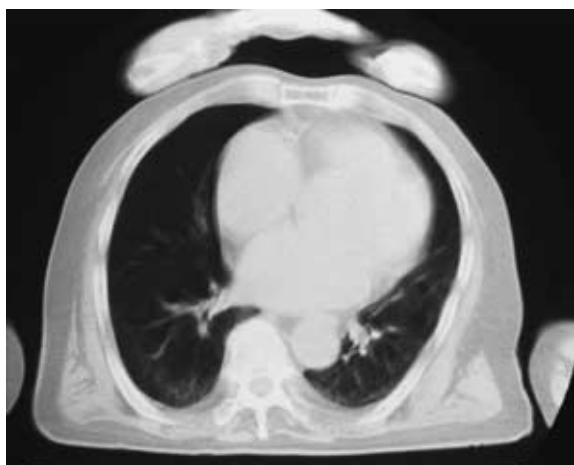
Chest CT showing improvement of ground glass opacity and cardiomegaly, and pseudobronchiectasis due to respiratory motion
